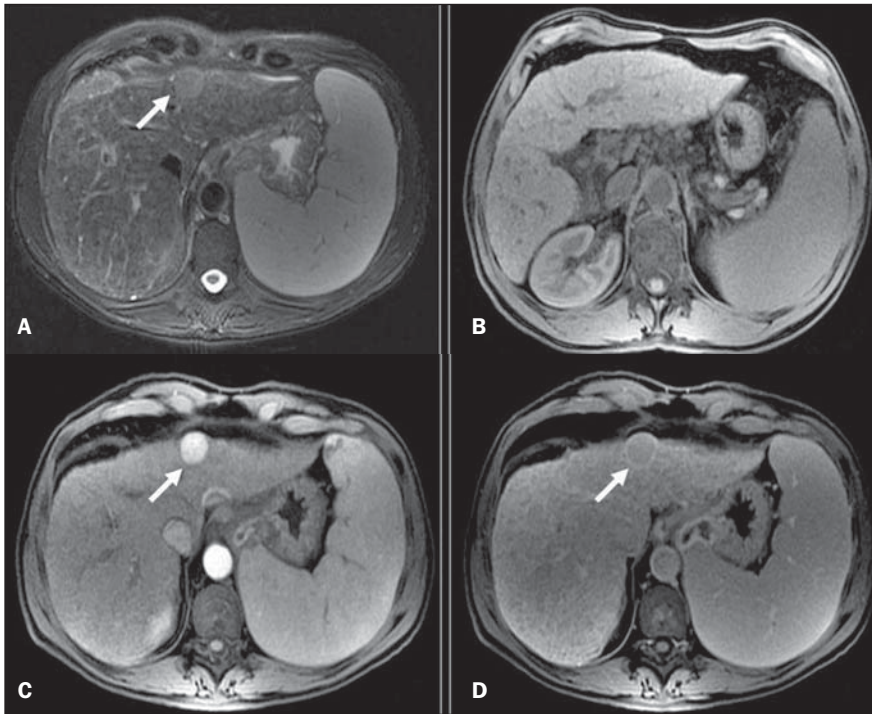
Carcinoma hepatocelular na RM (setas). A: FSE T2 com saturação de gordura, TE 90 ms; B: GRE T1 com saturação de gordura; C: GRE T1 pós-contraste fase arterial; D: GRE T1 pós-contraste fase de equilíbrio. Notar sinais de hepatopatia crônica, com pequenos nódulos regenerativos sideróticos esparsos, mais bem vistos com hipossinal nas imagens ponderadas em T2. O carcinoma hepatocelular no lobo esquerdo apresenta acentuado realce arterial e clareamento na fase de equilíbrio, com realce da pseudocápsula fibrótica.
